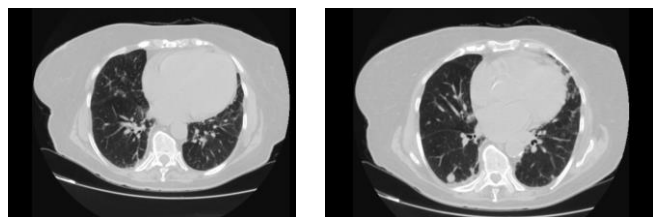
Achados da tomografia de tórax. Nódulo pulmonar com densidade de partes moles, medindo 1,2 cm, localizado no segmento superior do lobo inferior pulmonar direito de aspecto suspeito para acometimento neoplásico.
